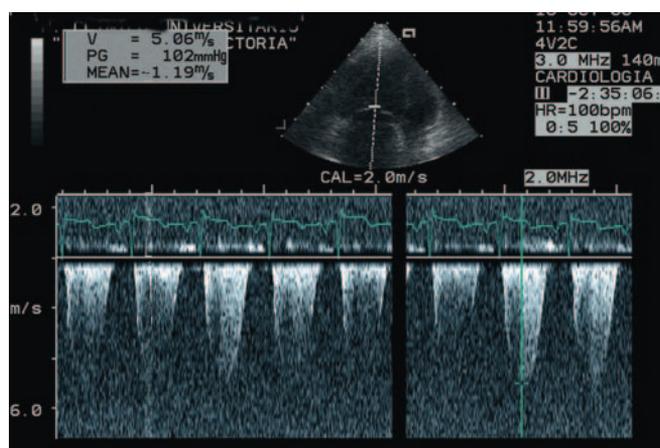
Cálculo de la presión sistólica de ventrículo derecho por ecocardiografía doppler. La presión sistólica en ventrículo derecho se obtiene calculando el gradiente entre ventrículo derecho y aurícula derecha mediante la ecuación simplificada de Bernouilli y sumándole la presión sistólica de aurícula derecha (que cuando no es posible realizar su medida directa se asume como 10 mmHg). En este caso, presión de ventrículo derecho de 102 mmHg.
